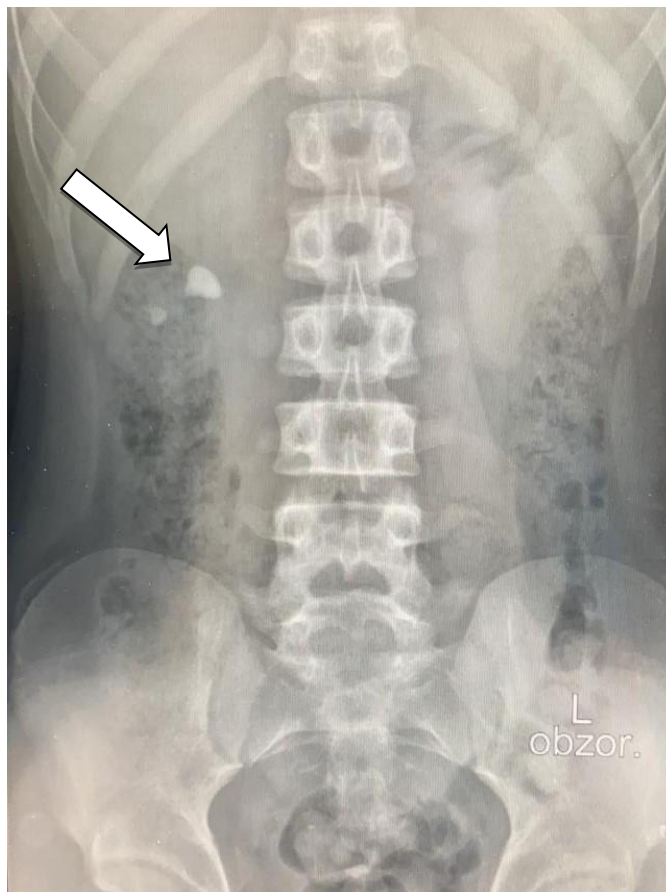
Обзорная рентгенография органов брюшной полости обтурирующий камень правой почки (лоханки) и конкремент в средней группе чашечек – указано стрелкой (Из фотоархива отделения урологии НЦПДХ)
